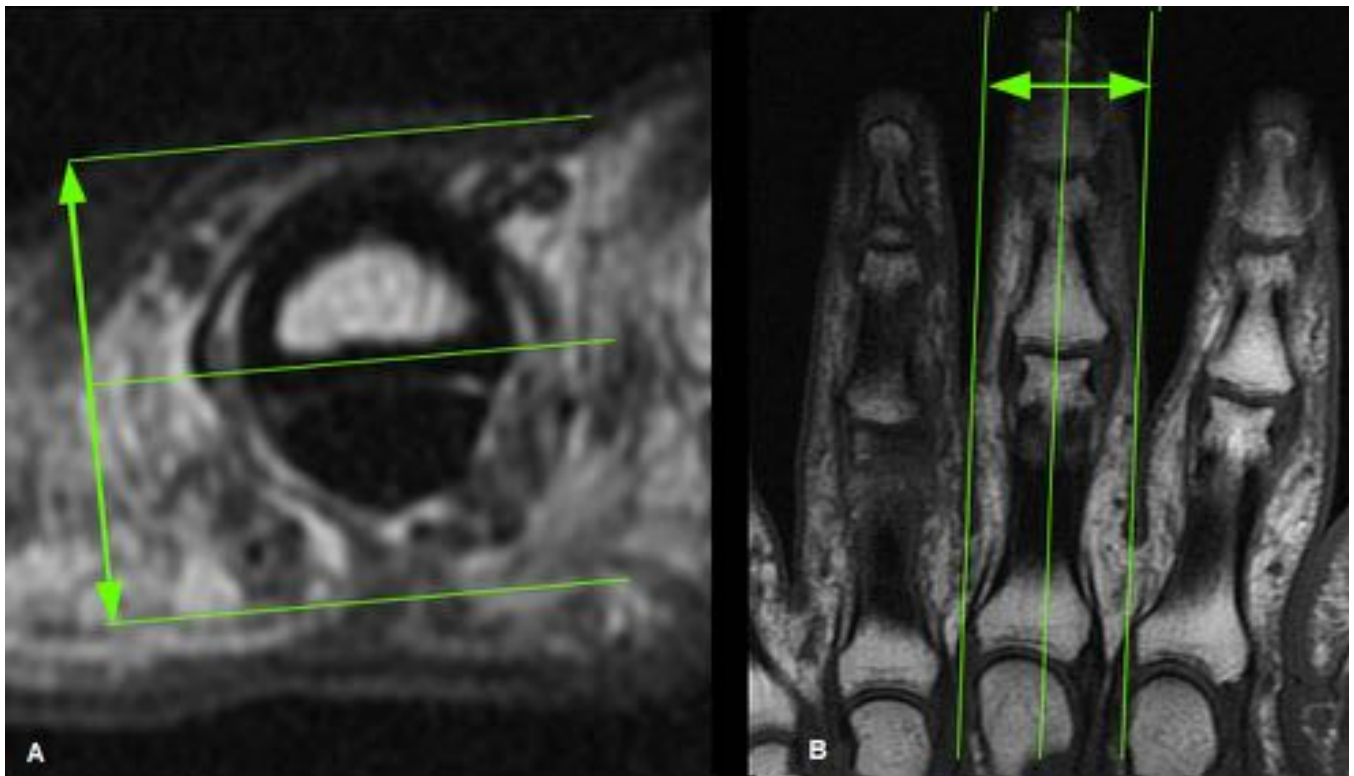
Los planos axial, coronal y sagital se deben adquirir respecto al dedo y no respecto a la mano. A) RM axial T1 mostrando las líneas para la planificación del plano coronal (doble flecha). B) RM coronal T1 mostrando las líneas para la planificación del plano sagital (doble flecha).
